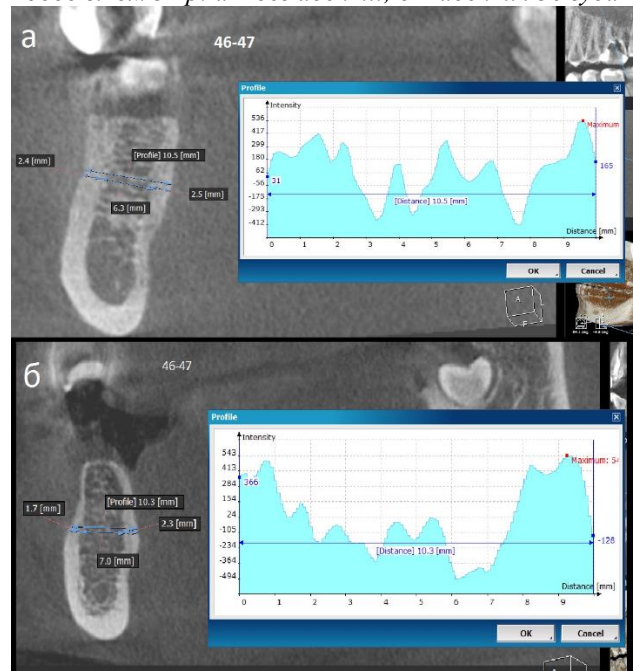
Дослідження лінійних розмірів коміркового відростка та шарів його кісткової тканини і щільності кістки на рівні 46-47 зубів (КТ-зображення) у жінок: (а) – віком 21 р., без адентії; (б) (нижня) жінка 35 років, адентія 46 зуба
